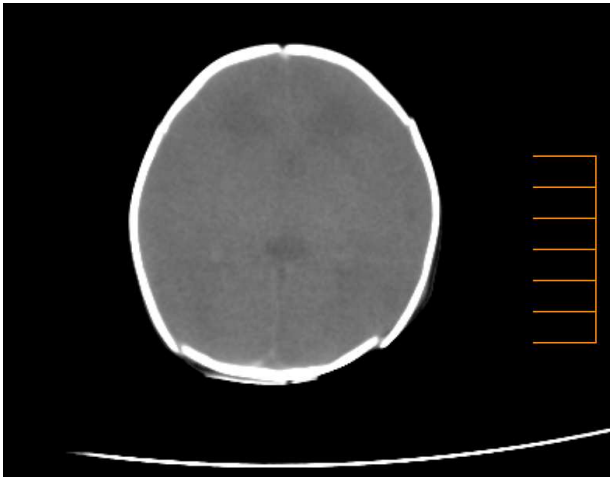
死後CT画像。脳の皮質と髄質のコントラストが不良である。脳全体に腫大が見られ、脳溝は不明瞭化している。
